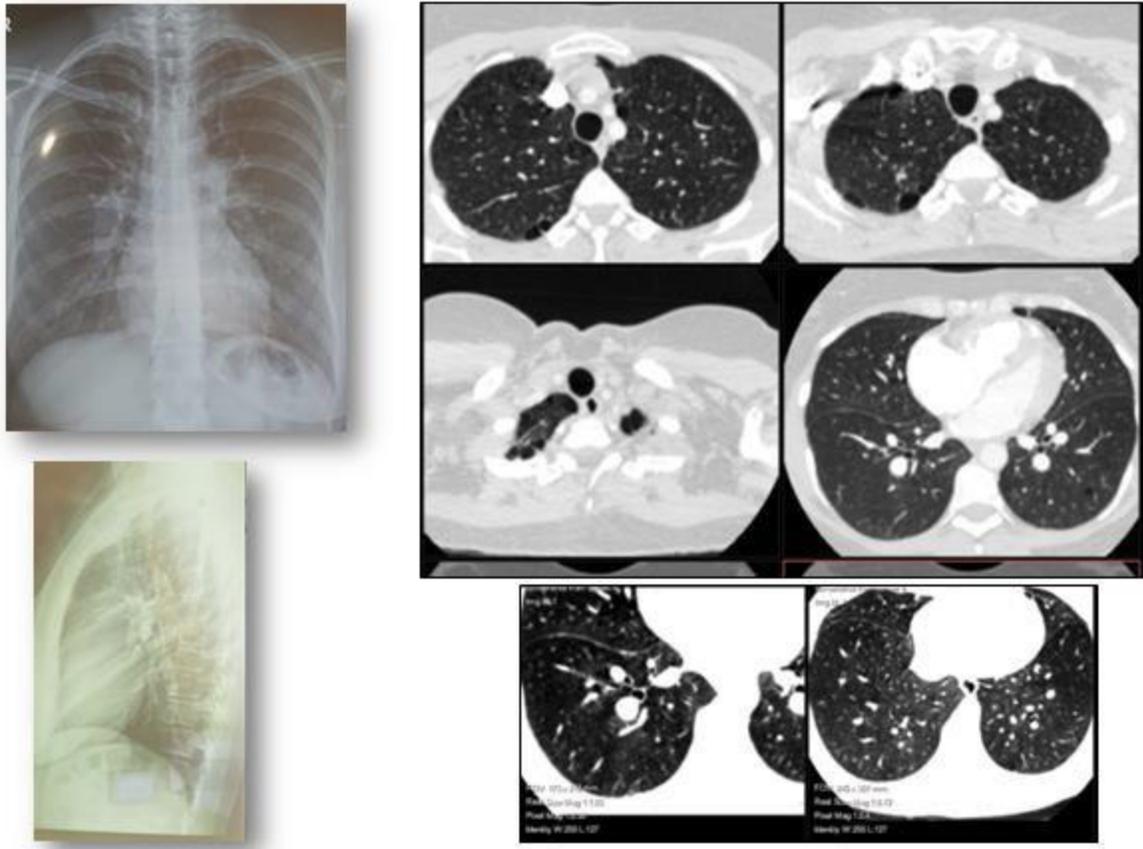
Radiología torácica en un caso de hipertensión pulmonar. Se pueden observar aumento de los hilos pulmonares, arco medio aumentado de tamaño, aumento de diámetro de las AP y distorsión de las proporciones de las cavidades derechas a expensas de dilatación del VD. Imágenes de TC con contraste endovenoso en donde se aprecian con mayor precisión estos elementos.
